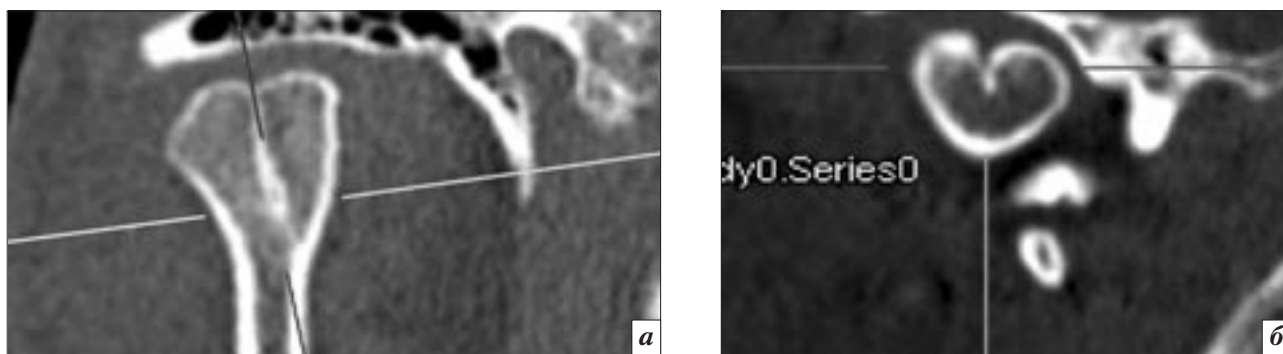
МСКТ, фронтальные сканы. Варианты протяженности разделительной пластинки в правой головке нижней челюсти: *а* – пациент Г.; *б* – пациент М.
